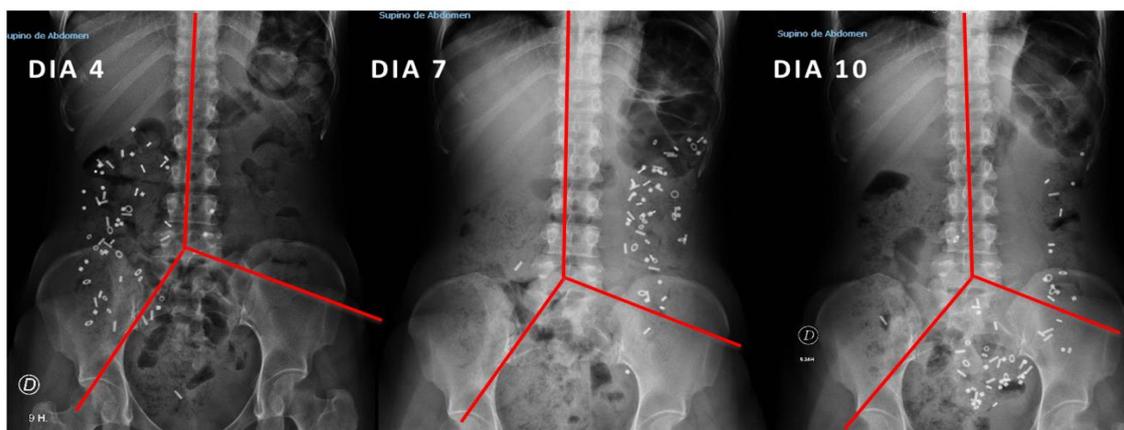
Método de estudio: 20 marcadores 1º, 2º y 3º día y radiografía 4º, 7 y 10º día.
